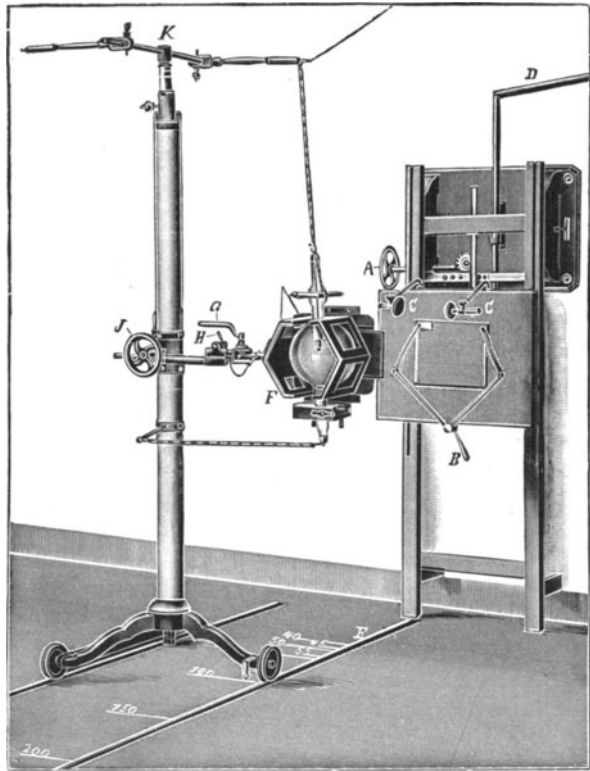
Vorrichtung zur Nah- und Fernröntgenographie von Körperteilen stehender oder sitzender Personen (nach Kaestle).
